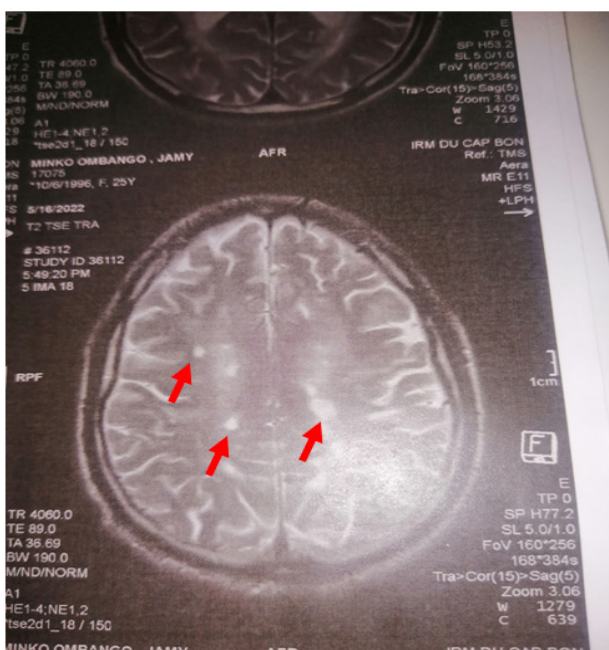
IRM encéphalique T2 en coupe axiale : Hypersignaux sous-corticaux bilatéraux et globalement symétriques globalement arrondis de taille petite à moyenne.
